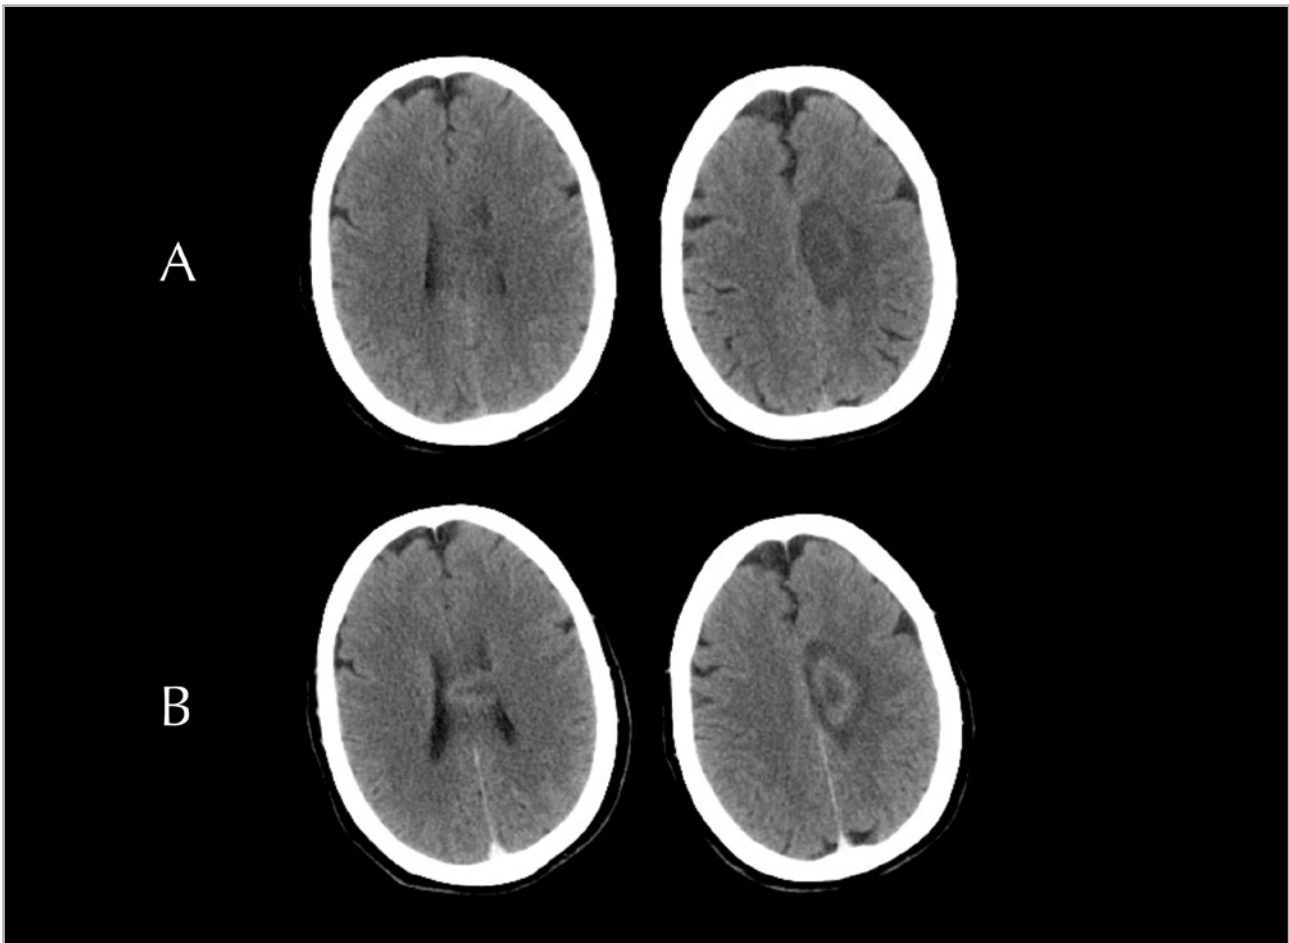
A: tomografía computarizada (TC) simple sin contraste; B: TC simple con contraste yodado endovenoso.
